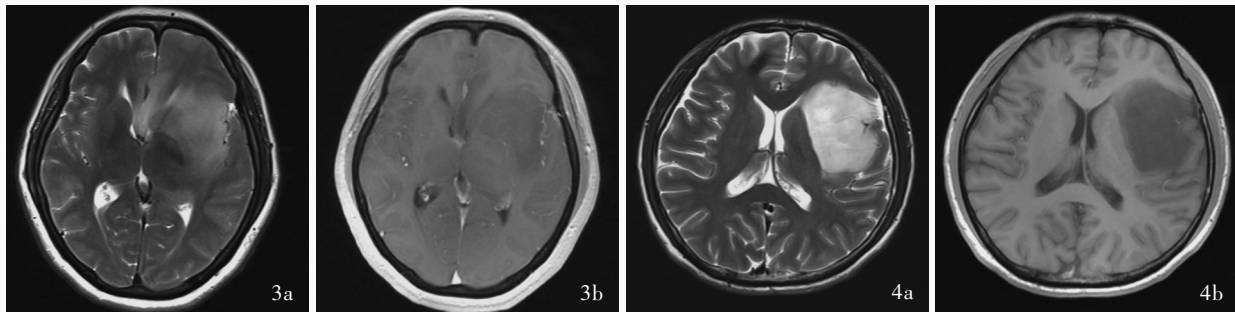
女性患者,50岁,诊断为IDH1野生型胶质瘤(WHOⅢ级)。头部MRI显示深部脑室受累 3a 横断面T<sub>2</sub>WI 3b 横断面T<sub>1</sub>WI 图4 男性患者,35岁,诊断为IDH1突变型胶质瘤(WHOⅢ级)。头部MRI显示深部脑室不受累 4a 横断面T<sub>2</sub>WI 4b 横断面T<sub>1</sub>WI
